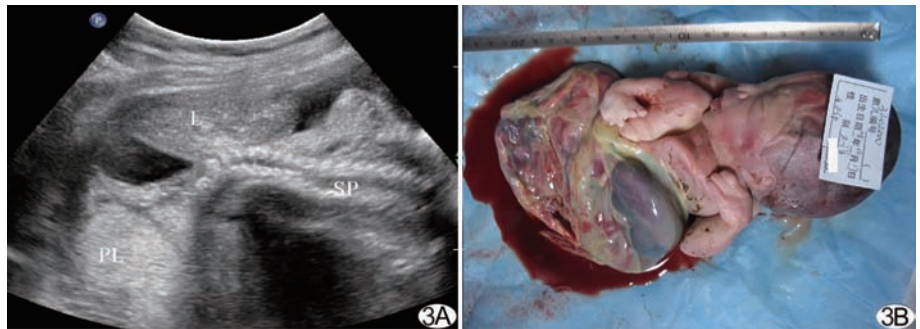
26 周胎儿体蒂异常 A. 超声图像,胎体仰卧呈强直状,脊柱侧凸,巨大腹壁缺损,肝脏暴露于羊水中(L:肝脏;PL:胎盘;SP:脊柱);B. 引产后照片,胎儿胸腹壁缺损,内脏外露,表面覆盖羊膜,右下肢极度屈曲,右足内翻
